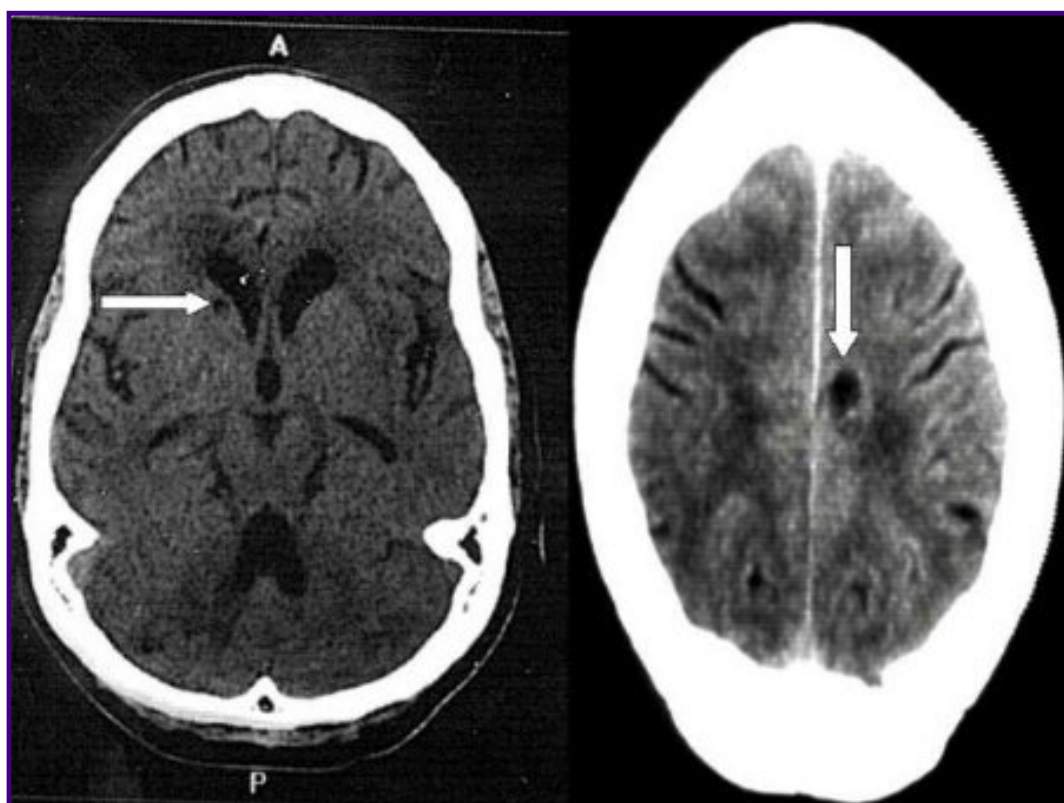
CT Brain Scan showing active NCC (left) and lacunar infarction on the head of the caudate nucleus (right) and leukoaraiosis
